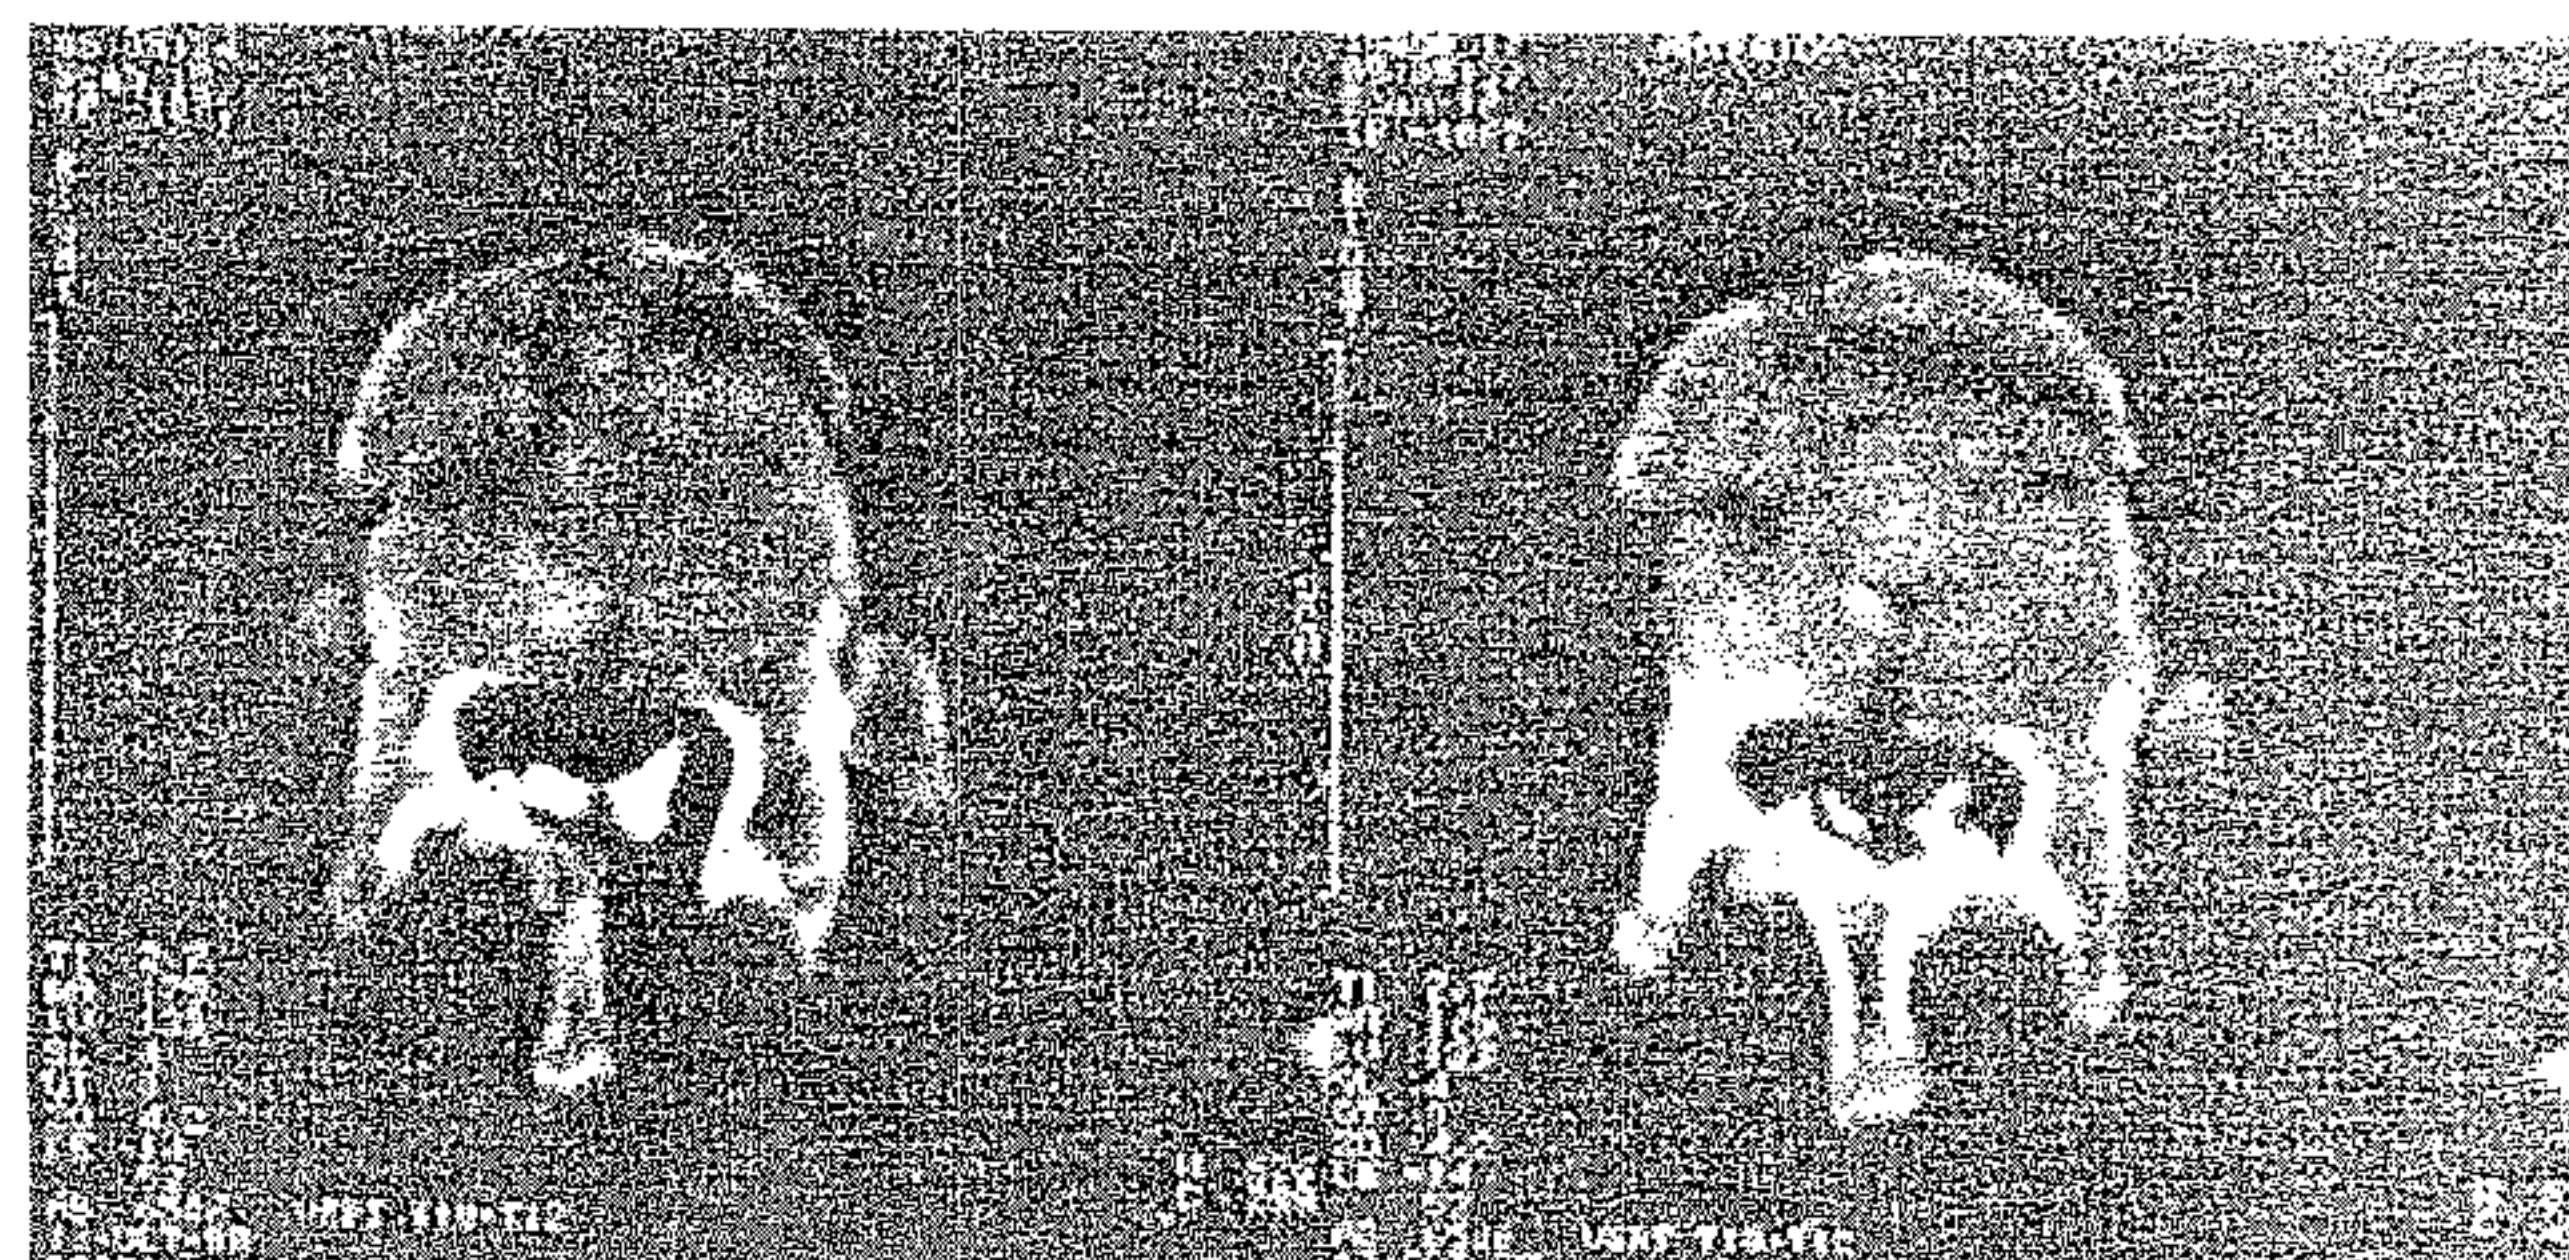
Caz DA, CT secțiuni orizontale, fereastră osoasă, vertebra T11.
